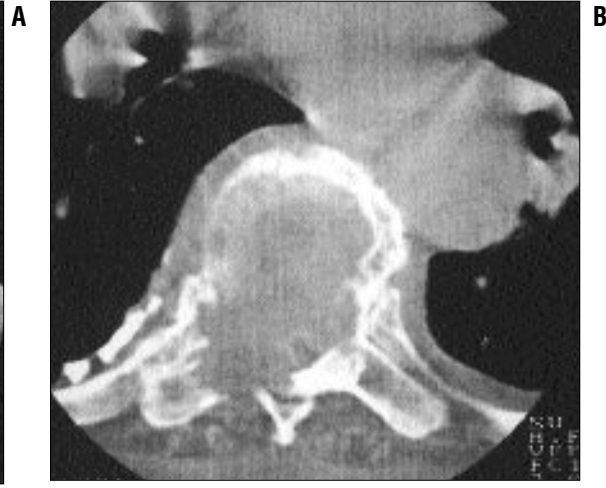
Fokal fibröz mezotelyoma. A. Akciğer radyografisinde sağ akciğer alt zonda sınırları seçilemeyen yoğunluk artımı izlenmektedir. B. BT kesitinde kemik yapıyı destrükte eden lobüle kenarlı kitle ve sağda pleval efüzyon görülmektedir.
